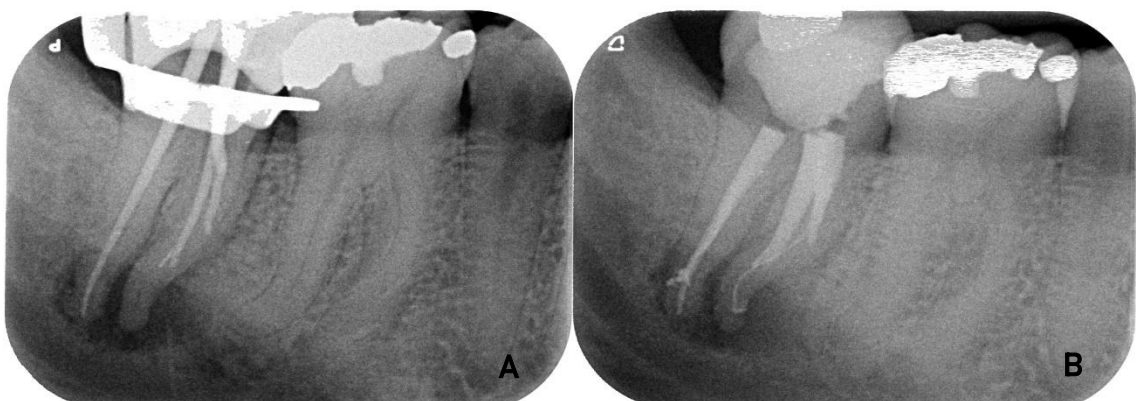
A- radiographie cône en place centrée sur la 47. B- radiographie postopératoire centrée sur la 47.
